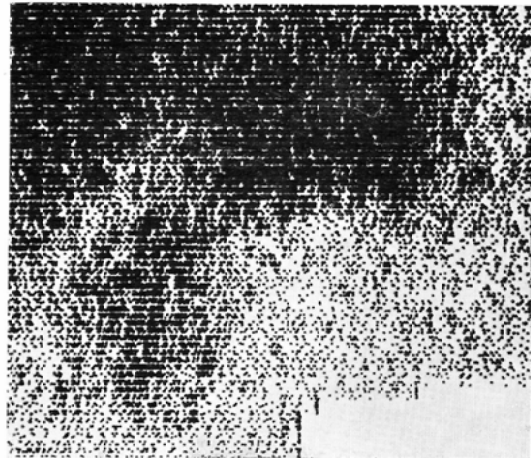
Tomography in a patient with pancreatic stone disease.
